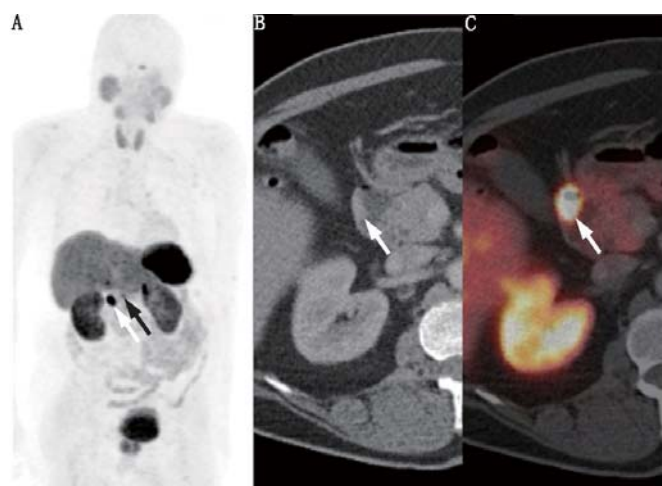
低级别十二指肠神经内分泌肿瘤患者 ^{68}Ga -DOTATATE PET/CT 显像图。A. 全身最大密度投影 (MIP) 图; B. CT 轴位图; C. PET/CT 轴位图。图像示十二指肠侧壁结节状增厚及放射性摄取 (白箭头示) 及腹部区域其他的病灶摄取 (黑箭头示)
